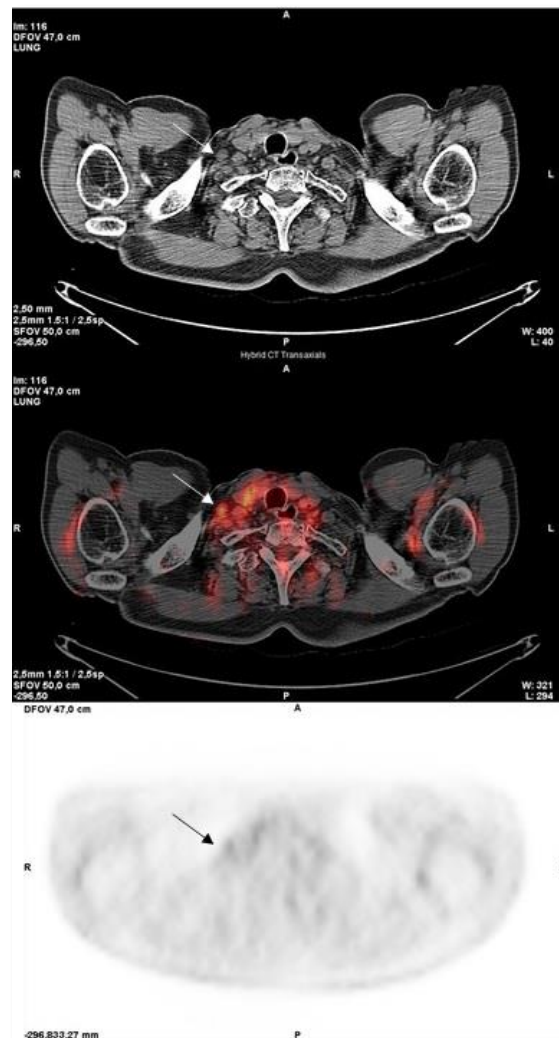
[^{18}F]FDG PET/TC. Adenopatía hipermetabólica supraclavicular derecha que posteriormente fue biopsiada con diagnóstico anatomopatológico de metástasis de carcinoma epidermoide, cambiando así la estadificación y el manejo del paciente.
